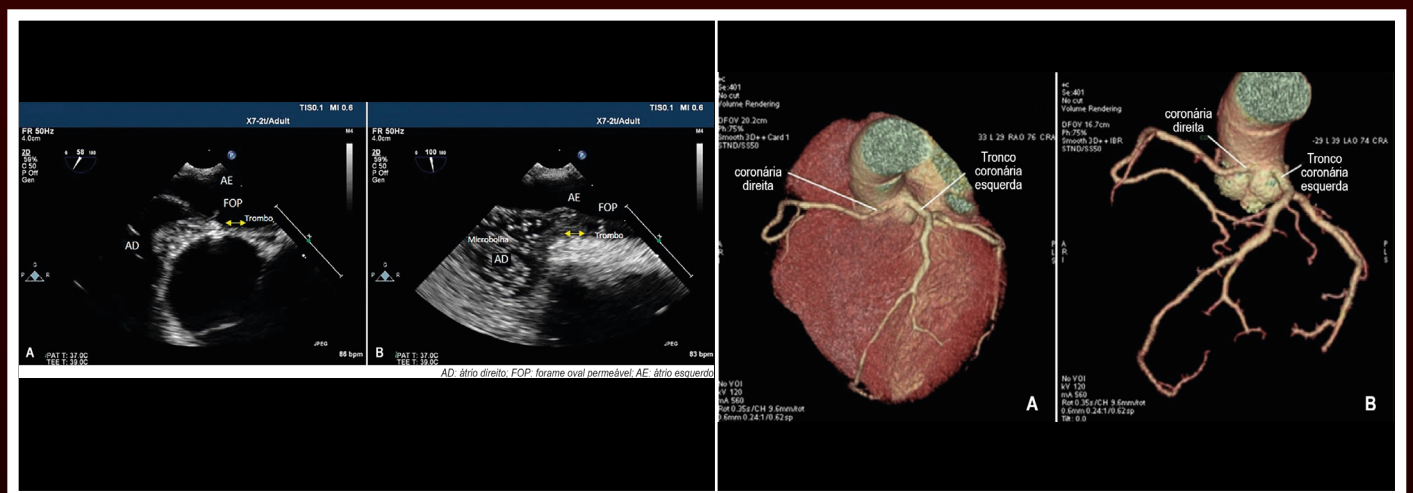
Ecocardiograma transesofágico mostrando a presença de trombo em forame oval patente (FOP) sem evidências de passagem de contraste de macrobolhas. AD: átrio direito; AE: átrio esquerdo.
